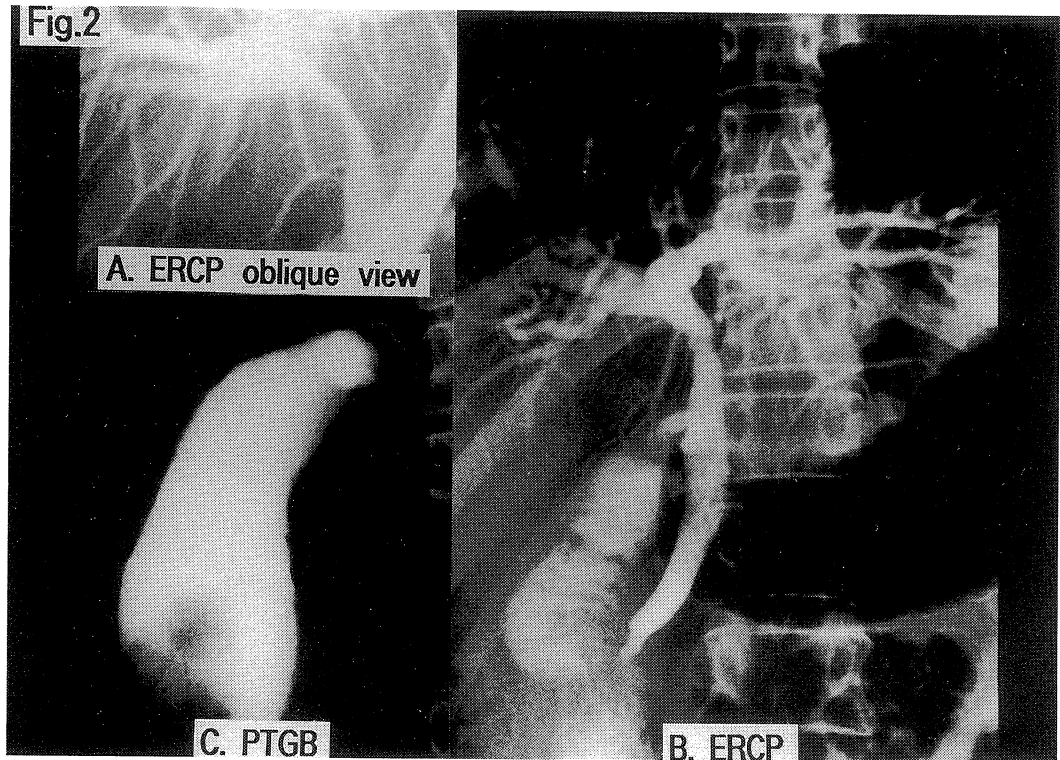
ERCP (A, B): The cystic duct was complete obstruction. The common hepatic duct was stenotic and pressed from the right side (A), and was dilated after the much injection of the contrast material (B). PTGB (C): PTGB was performed under ultrasonography, aspiration of the gallbladder was yielded much purulent fluid and cytologic examination of the fluid was negative for malignant cells.
